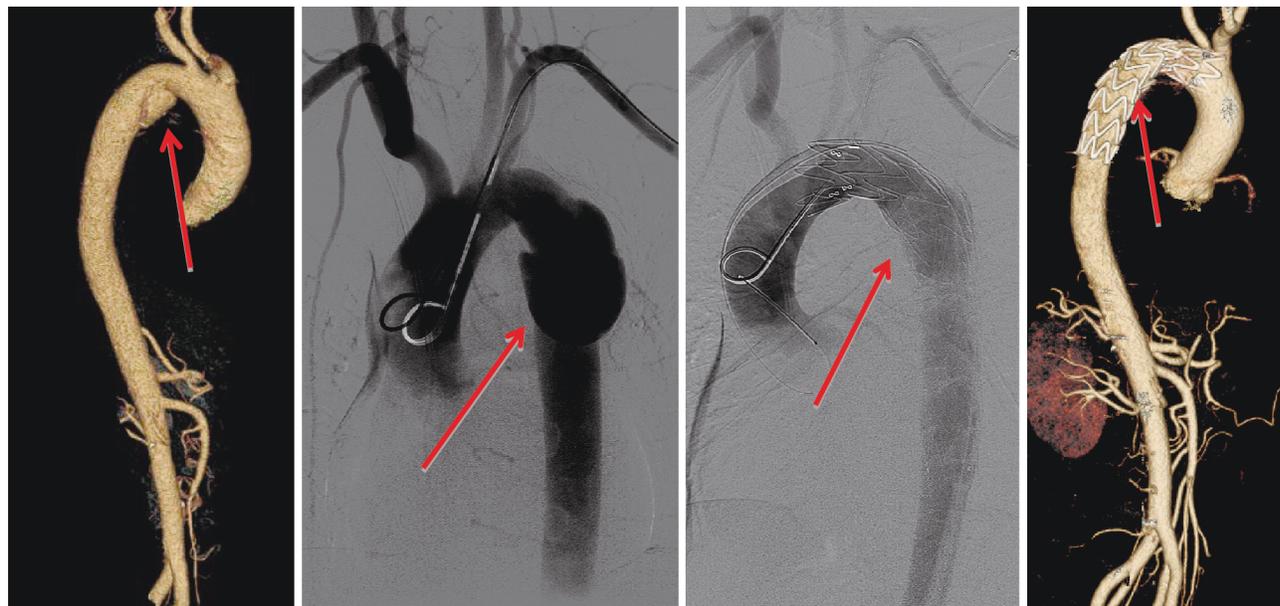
CTA 示 B 型主动脉夹层,夹层局限于小弯侧 图 2 DSA 示 B 型主动脉夹层且血管病变局限 图 3 TEVAR 术后,Valiant 支架覆膜部分完全覆盖病变段 图 4 复查 CTA 示覆膜支架均完全覆盖降主动脉病变段
